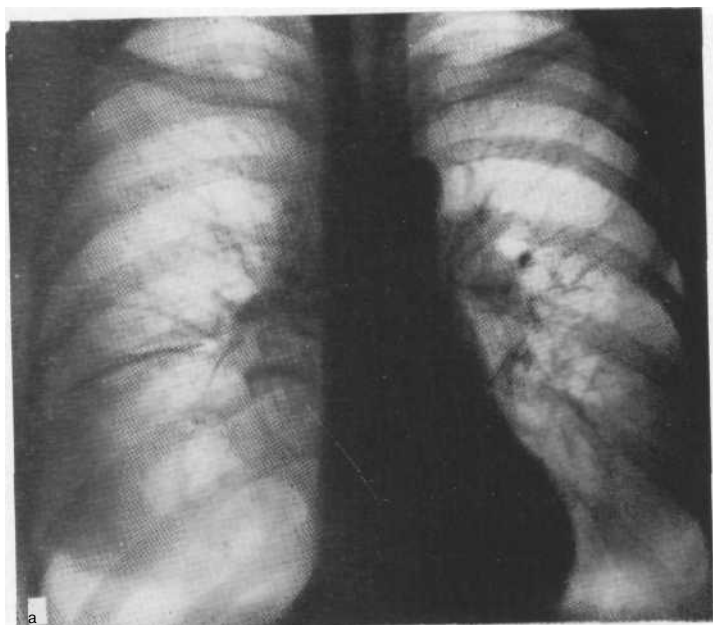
Рентгенограмма в прямой проекции (а) и томограмма в боко слева (б). Гигантская булла. На дне полости очень небольшое количество жидкости. Операция.
